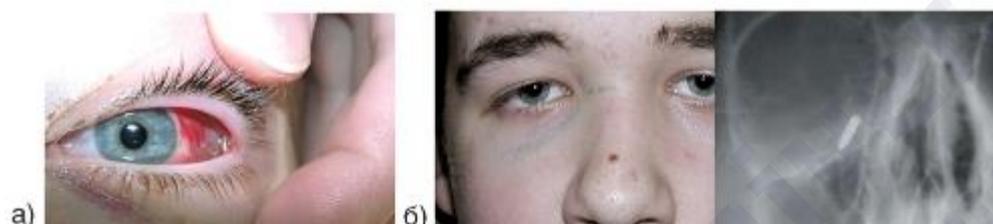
Рентгеноконтрастные инородные тела: а) большой рыболовный крючок за наружной связкой век; б) конец шариковой ручки (хорошо контрастируется металлическая часть стержня, слабо видна часть пластмассового корпуса).
